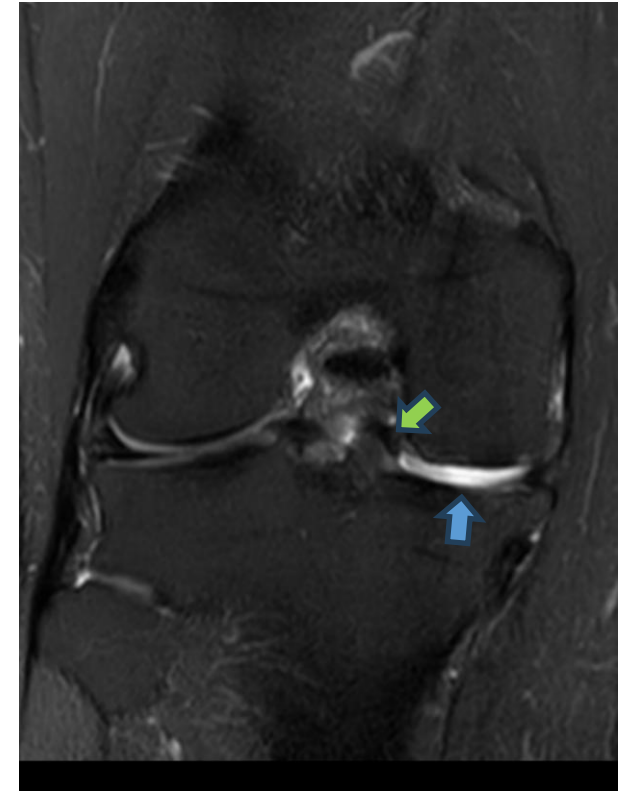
RM de rodilla, coronal en secuencia T2.
